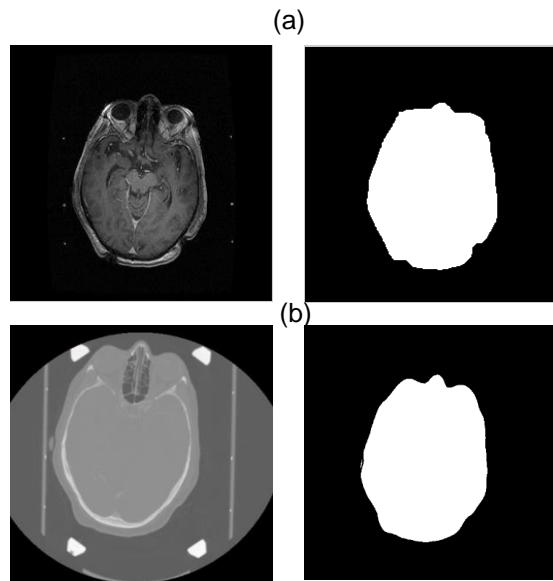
Corte de (a) RM con su respectiva máscara y (b) TC con su respectiva máscara.
